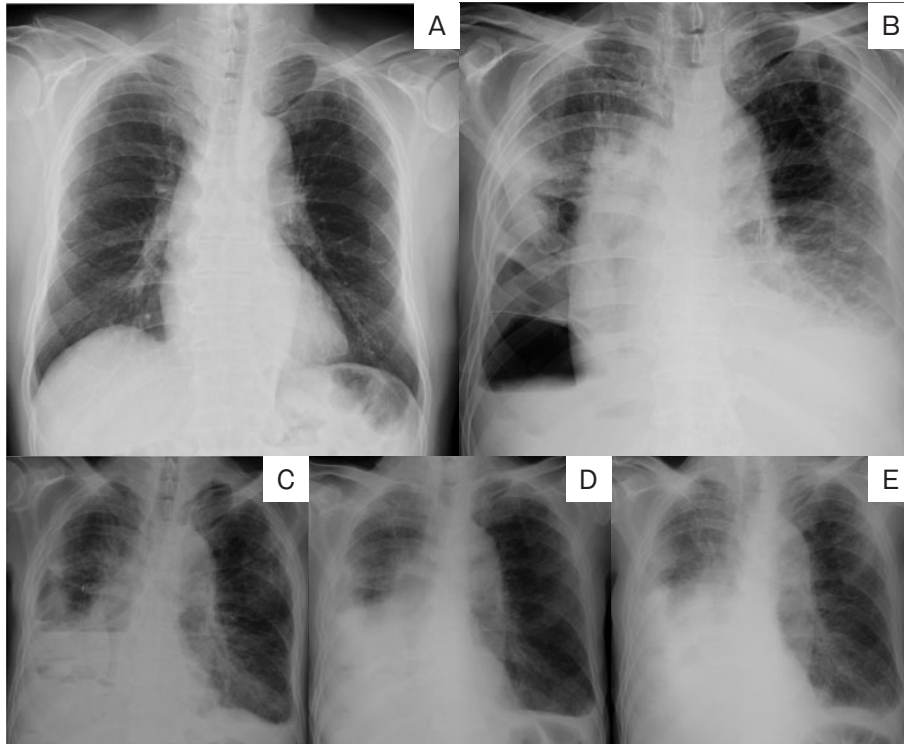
胸部X線写真。(A) 20XX-2年X月, びまん性粒状影を両上中肺野に認める。(B) 入院時, 右下肺野の透過性が亢進し, 気胸が疑われる。両側に少量の胸水あり。両側上肺野優位に微細な粒状影, 末梢側にすりガラス影が混在する。右中下肺野の末梢には斑状影を認める。(C) 第16病日, 右肺の虚脱は改善せず両側に胸水を認める。(D) 第39病日, 右側胸水が増加している。(E) 第55病日, 右側胸水がわずかに増加し, 両側の間質影が増強している。
